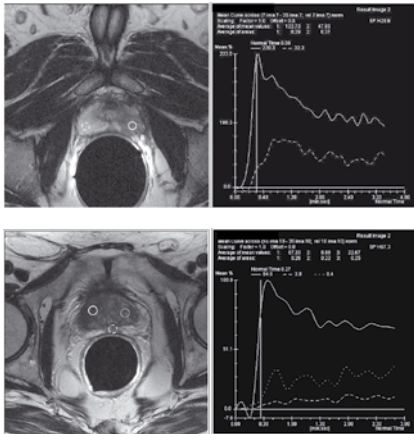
МРТ с динамическим контрастированием
